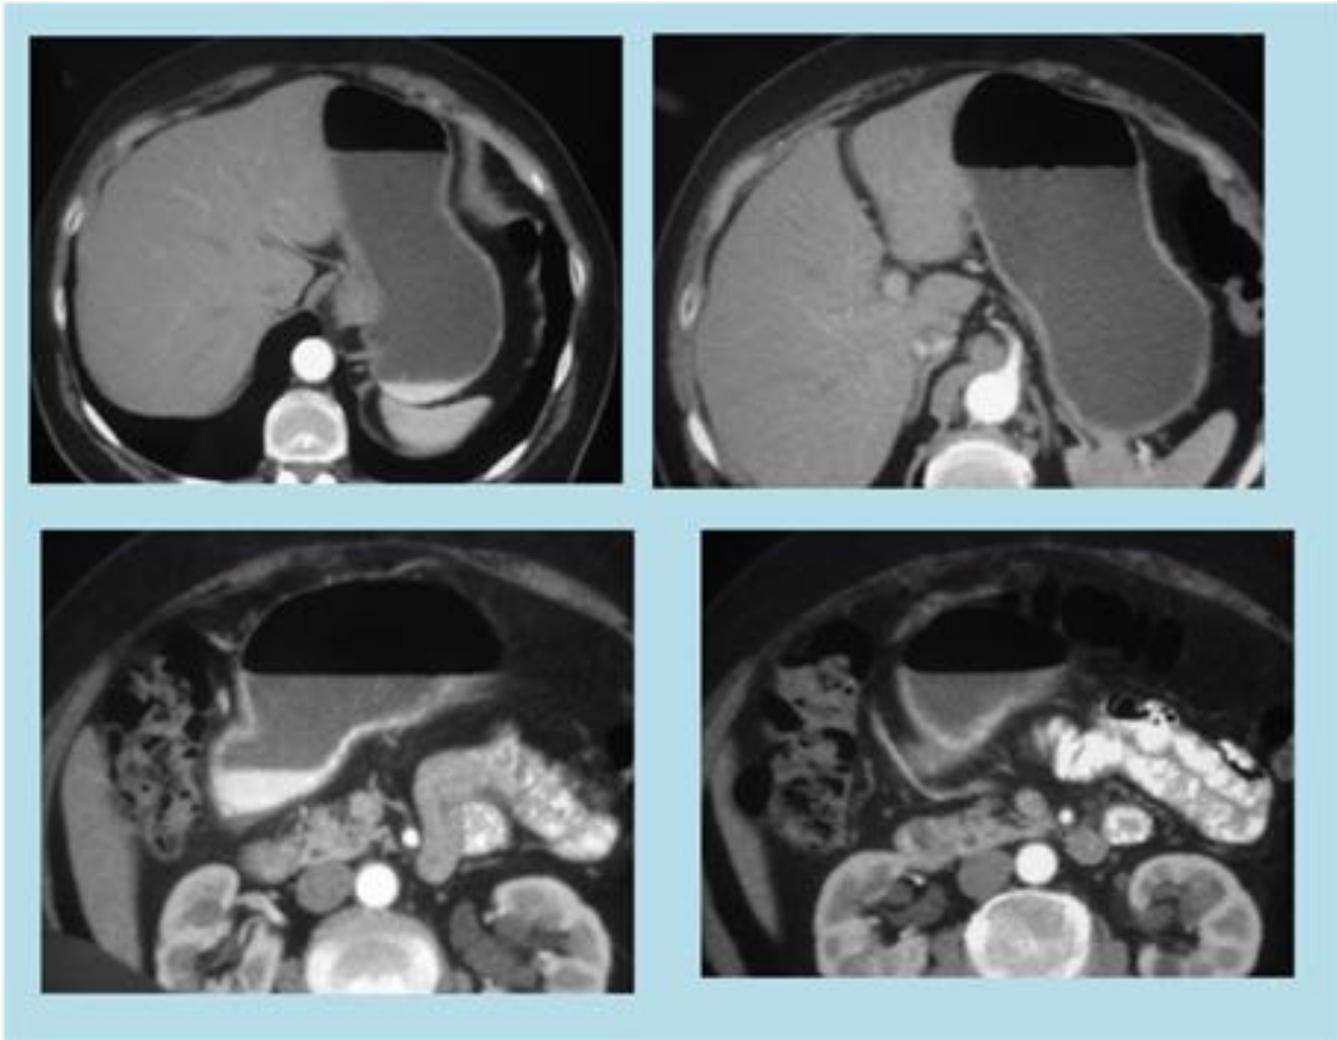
Paciente diagnóstico de carcinoma gástrico mediante EDA. Imágenes de TC en las que se observa adecuada distensión gástrica mediante contraste oral neutro (agua), sin evidencia de lesiones que sugiera tumor. (T1). Se ha administrado así mismo civ yodado en fase arterial.
